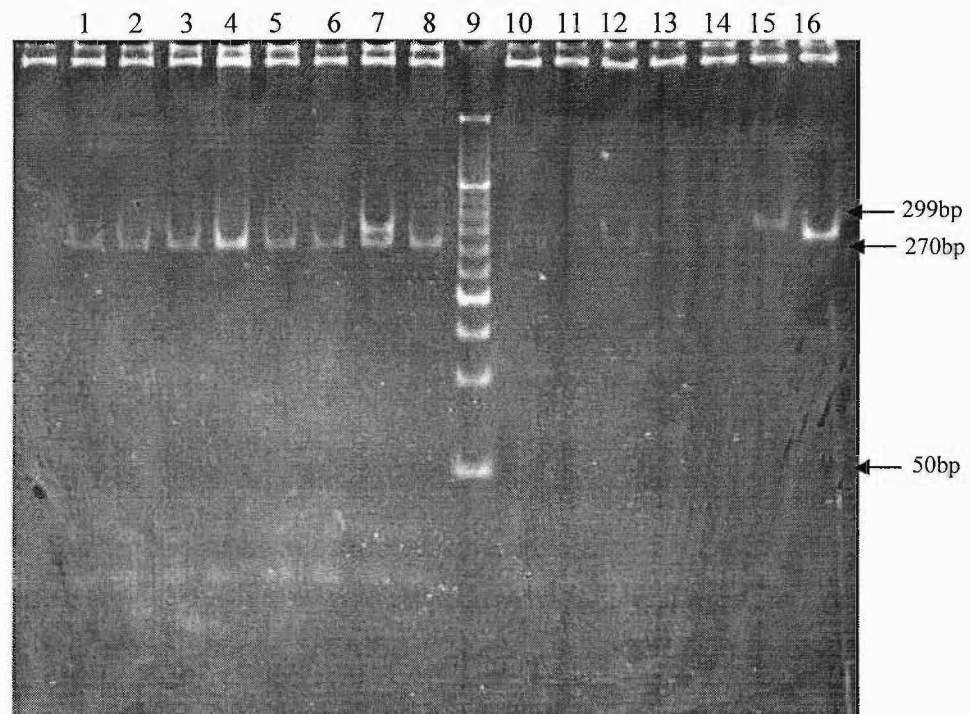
Fotografia do gel de eletroforese em poliacrilamida 8%, corado com brometo de etídio, dos produtos de restrição do SNP Thr399Ile (C+1197T) do gene *TLR4*. Linha 9: marcador de tamanho molecular de DNA de 50 bp. Linhas 2 e 7; 13 a 15 e 17: genótipo CC. Linha 8: genótipo CT. Linha 16: genótipo TT.
